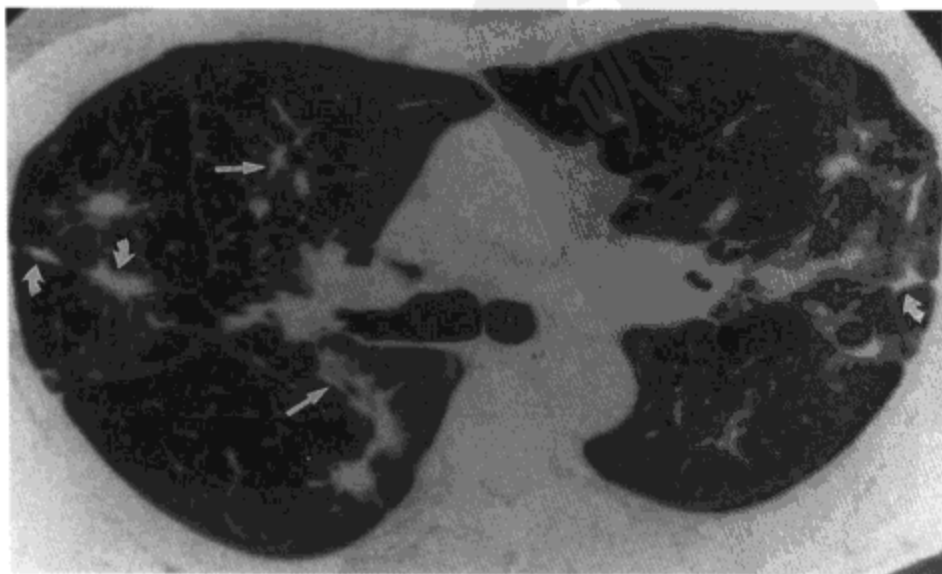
结节病。高分辨率 CT 示不规则结节沿支气管（直箭号）与小叶间隔（弯箭号）分布。病人男, 59 岁。
